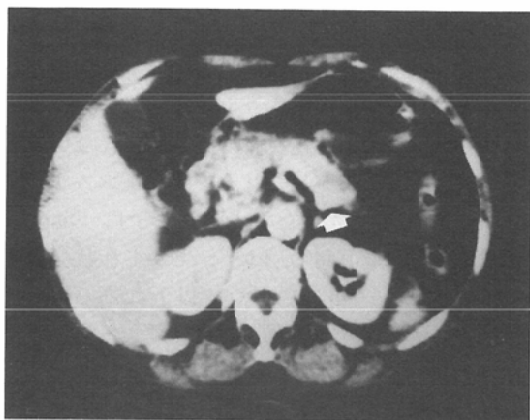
case 2 contrast CT. The projection (◻) is found in the pancreatic body but there no difference of density from the surround pancreas.
